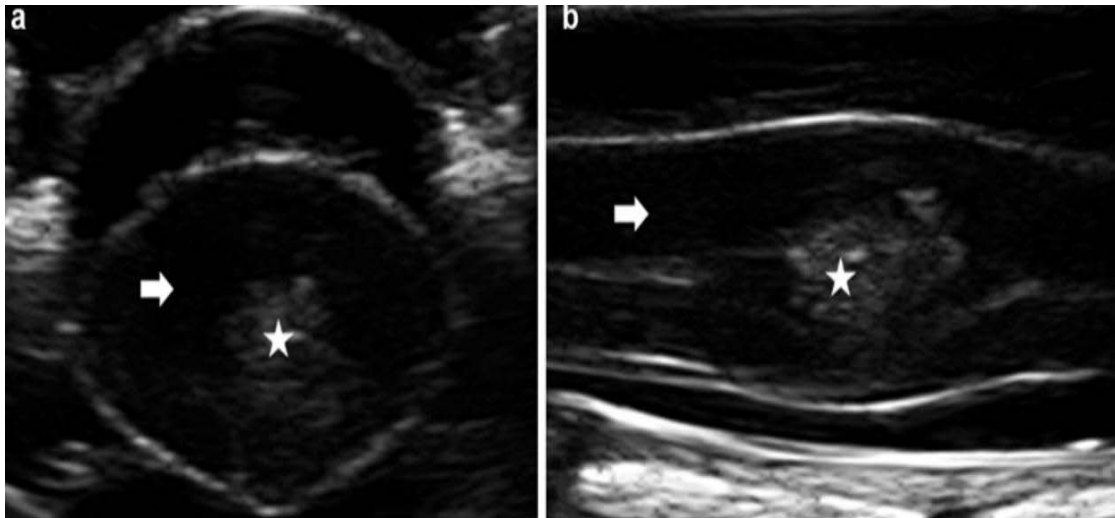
Image échographique d'un épendymome: Ependymome intramédullaire (étoile). Axial (a) et sagittale (b) Les résultats montrent une hypertrophie de la moelle épinière (flèches épaisses) sans œdème apparent de la moelle. Le canal épendymal central est également bien mis en évidence avec les IOUS . (89)
